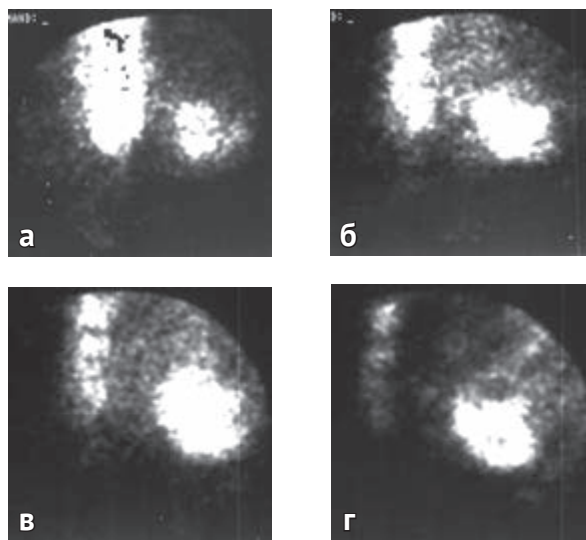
Сцинтиграмма бокового острого инфаркта миокарда: а — передняя проекция; б — переднелатеральная проекция 30°; в — переднелатеральная проекция 45°; з — латеральная проекция 60°
